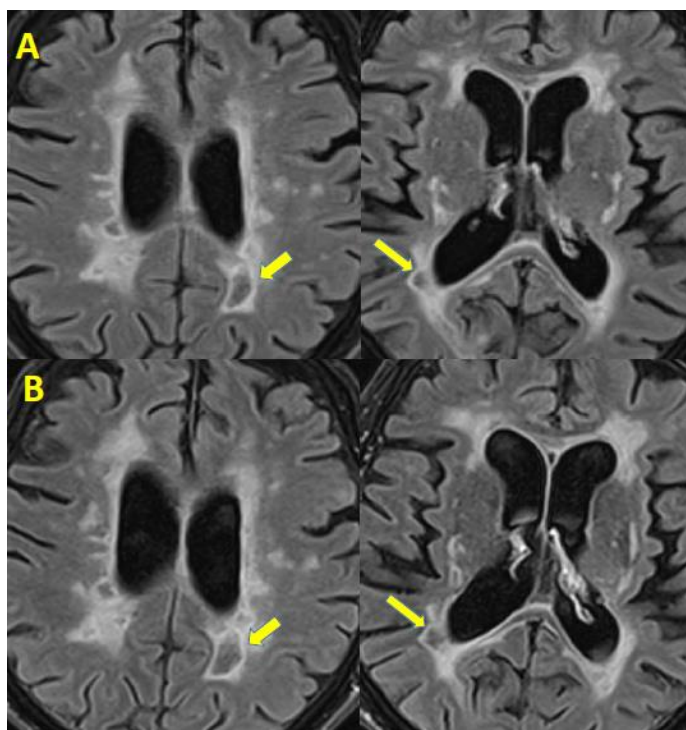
Lesiones de expansión lenta: axiales FLAIR al comienzo de la enfermedad (A) y a los dos años (B). Aumento de tamaño e hiposeñal de algunas lesiones (flechas) a medida que progresa la enfermedad.
